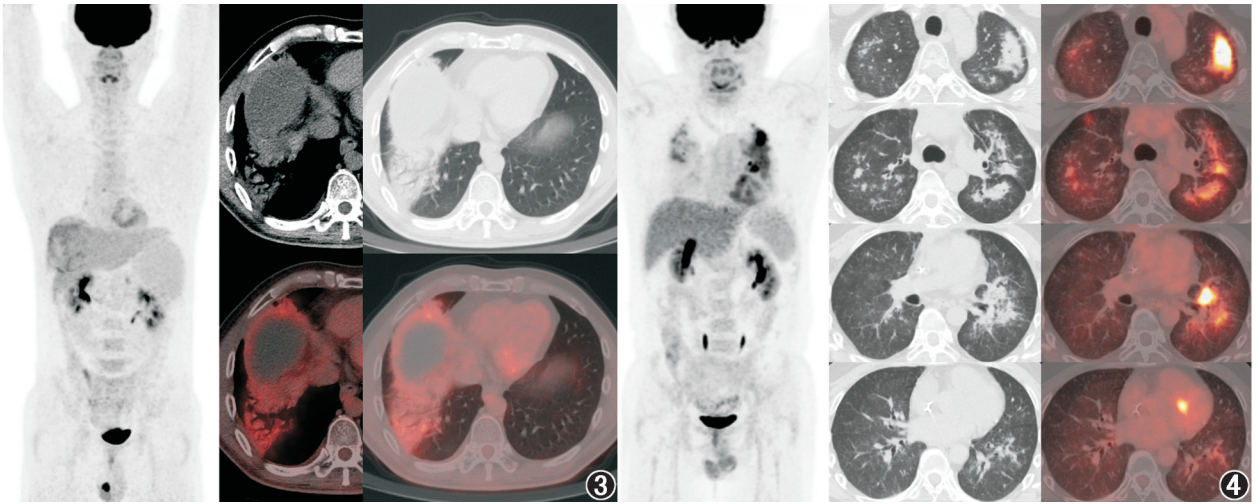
肝细胞癌患者(男,41 岁)¹⁸F-脱氧葡萄糖(FDG)PET/CT 显像图。患者经导管动脉化疗栓塞后,抗程序性细胞死亡蛋白 1(PD-1)抗体及靶向联合治疗后 2 个月,¹⁸F-FDG PET/CT 示右肺底实变影,内见支气管充气,代谢轻度增高,临床考虑免疫相关肺炎
